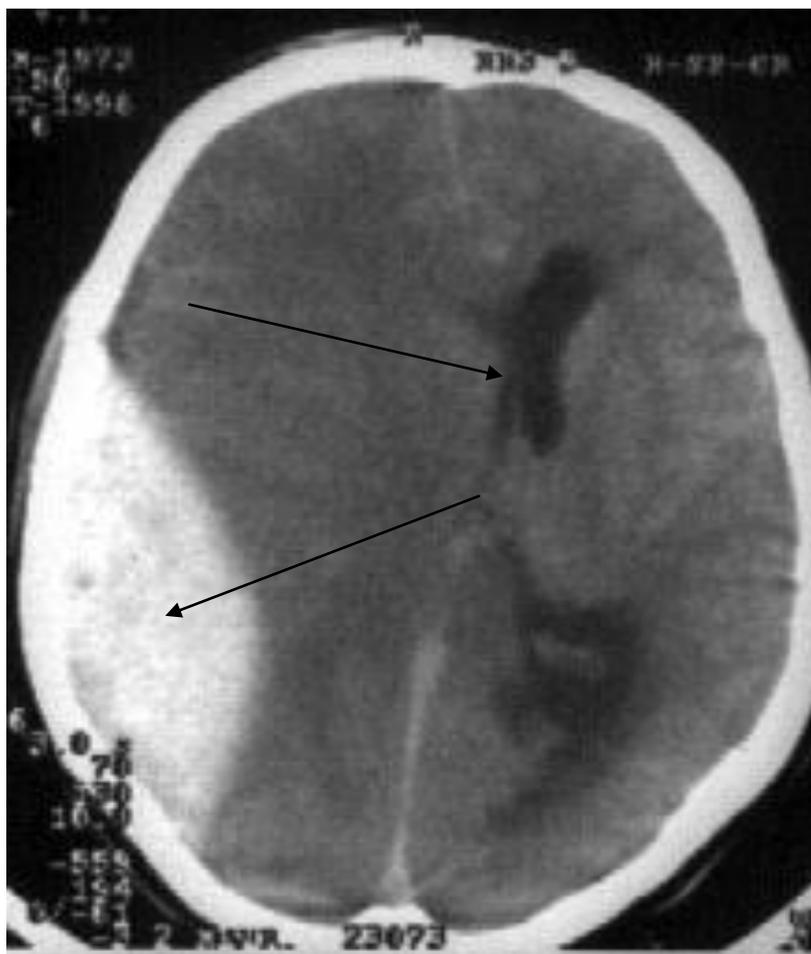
КТ головного мозга 34-летнего пациента С., история болезни № 230/138. Диагноз: эпидуральная гематома крупных размеров в правой теменно-височной области. На изображении КТ хорошо видна эпидуральная гематома, вызывающая значительную компрессию и смещение желудочковой системы головного мозга справа налево. Также наблюдается компрессия субарахноидальных пространств и базальных цистерн.
